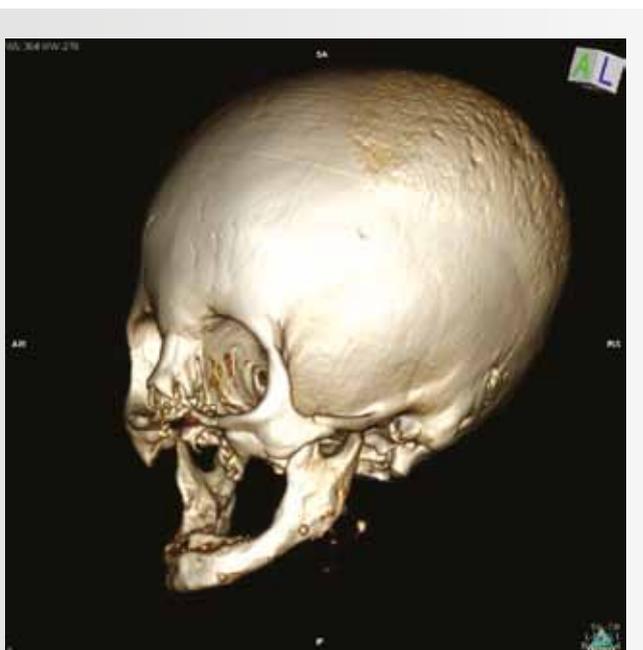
Компьютерная томография костей черепа при повторном поступлении после оперативного лечения: удалены патологические ткани в области нижней челюсти слева
